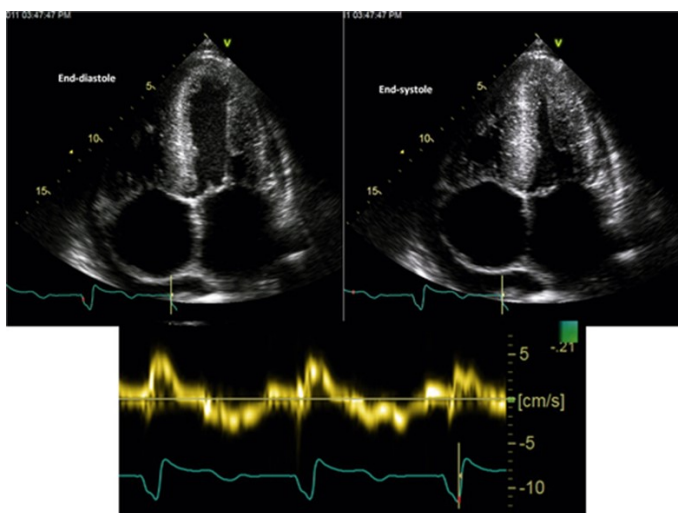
le immagini in alto a sinistra e a destra rappresentano dei frame a fine diastole e fine sistole, rispettivamente, che dimostrano una normale frazione di eiezione; le pareti ventricolari sinistre sono moderatamente spesse con dilatazione biatriale; la dimensione dell'atrio cambia minimamente durante il ciclo cardiaco, conseguenza del fallimento della funzione atriale, nonostante il ritmo sinusale. Nell'immagine in basso, invece, è presente una registrazione al Doppler tissutale settale nello stesso paziente, che mostra riduzione sia della velocità longitudinale sistolica che diastolica, nonostante la normale frazione di eiezione, reperto tipico della cardiomiopatia amiloide.
